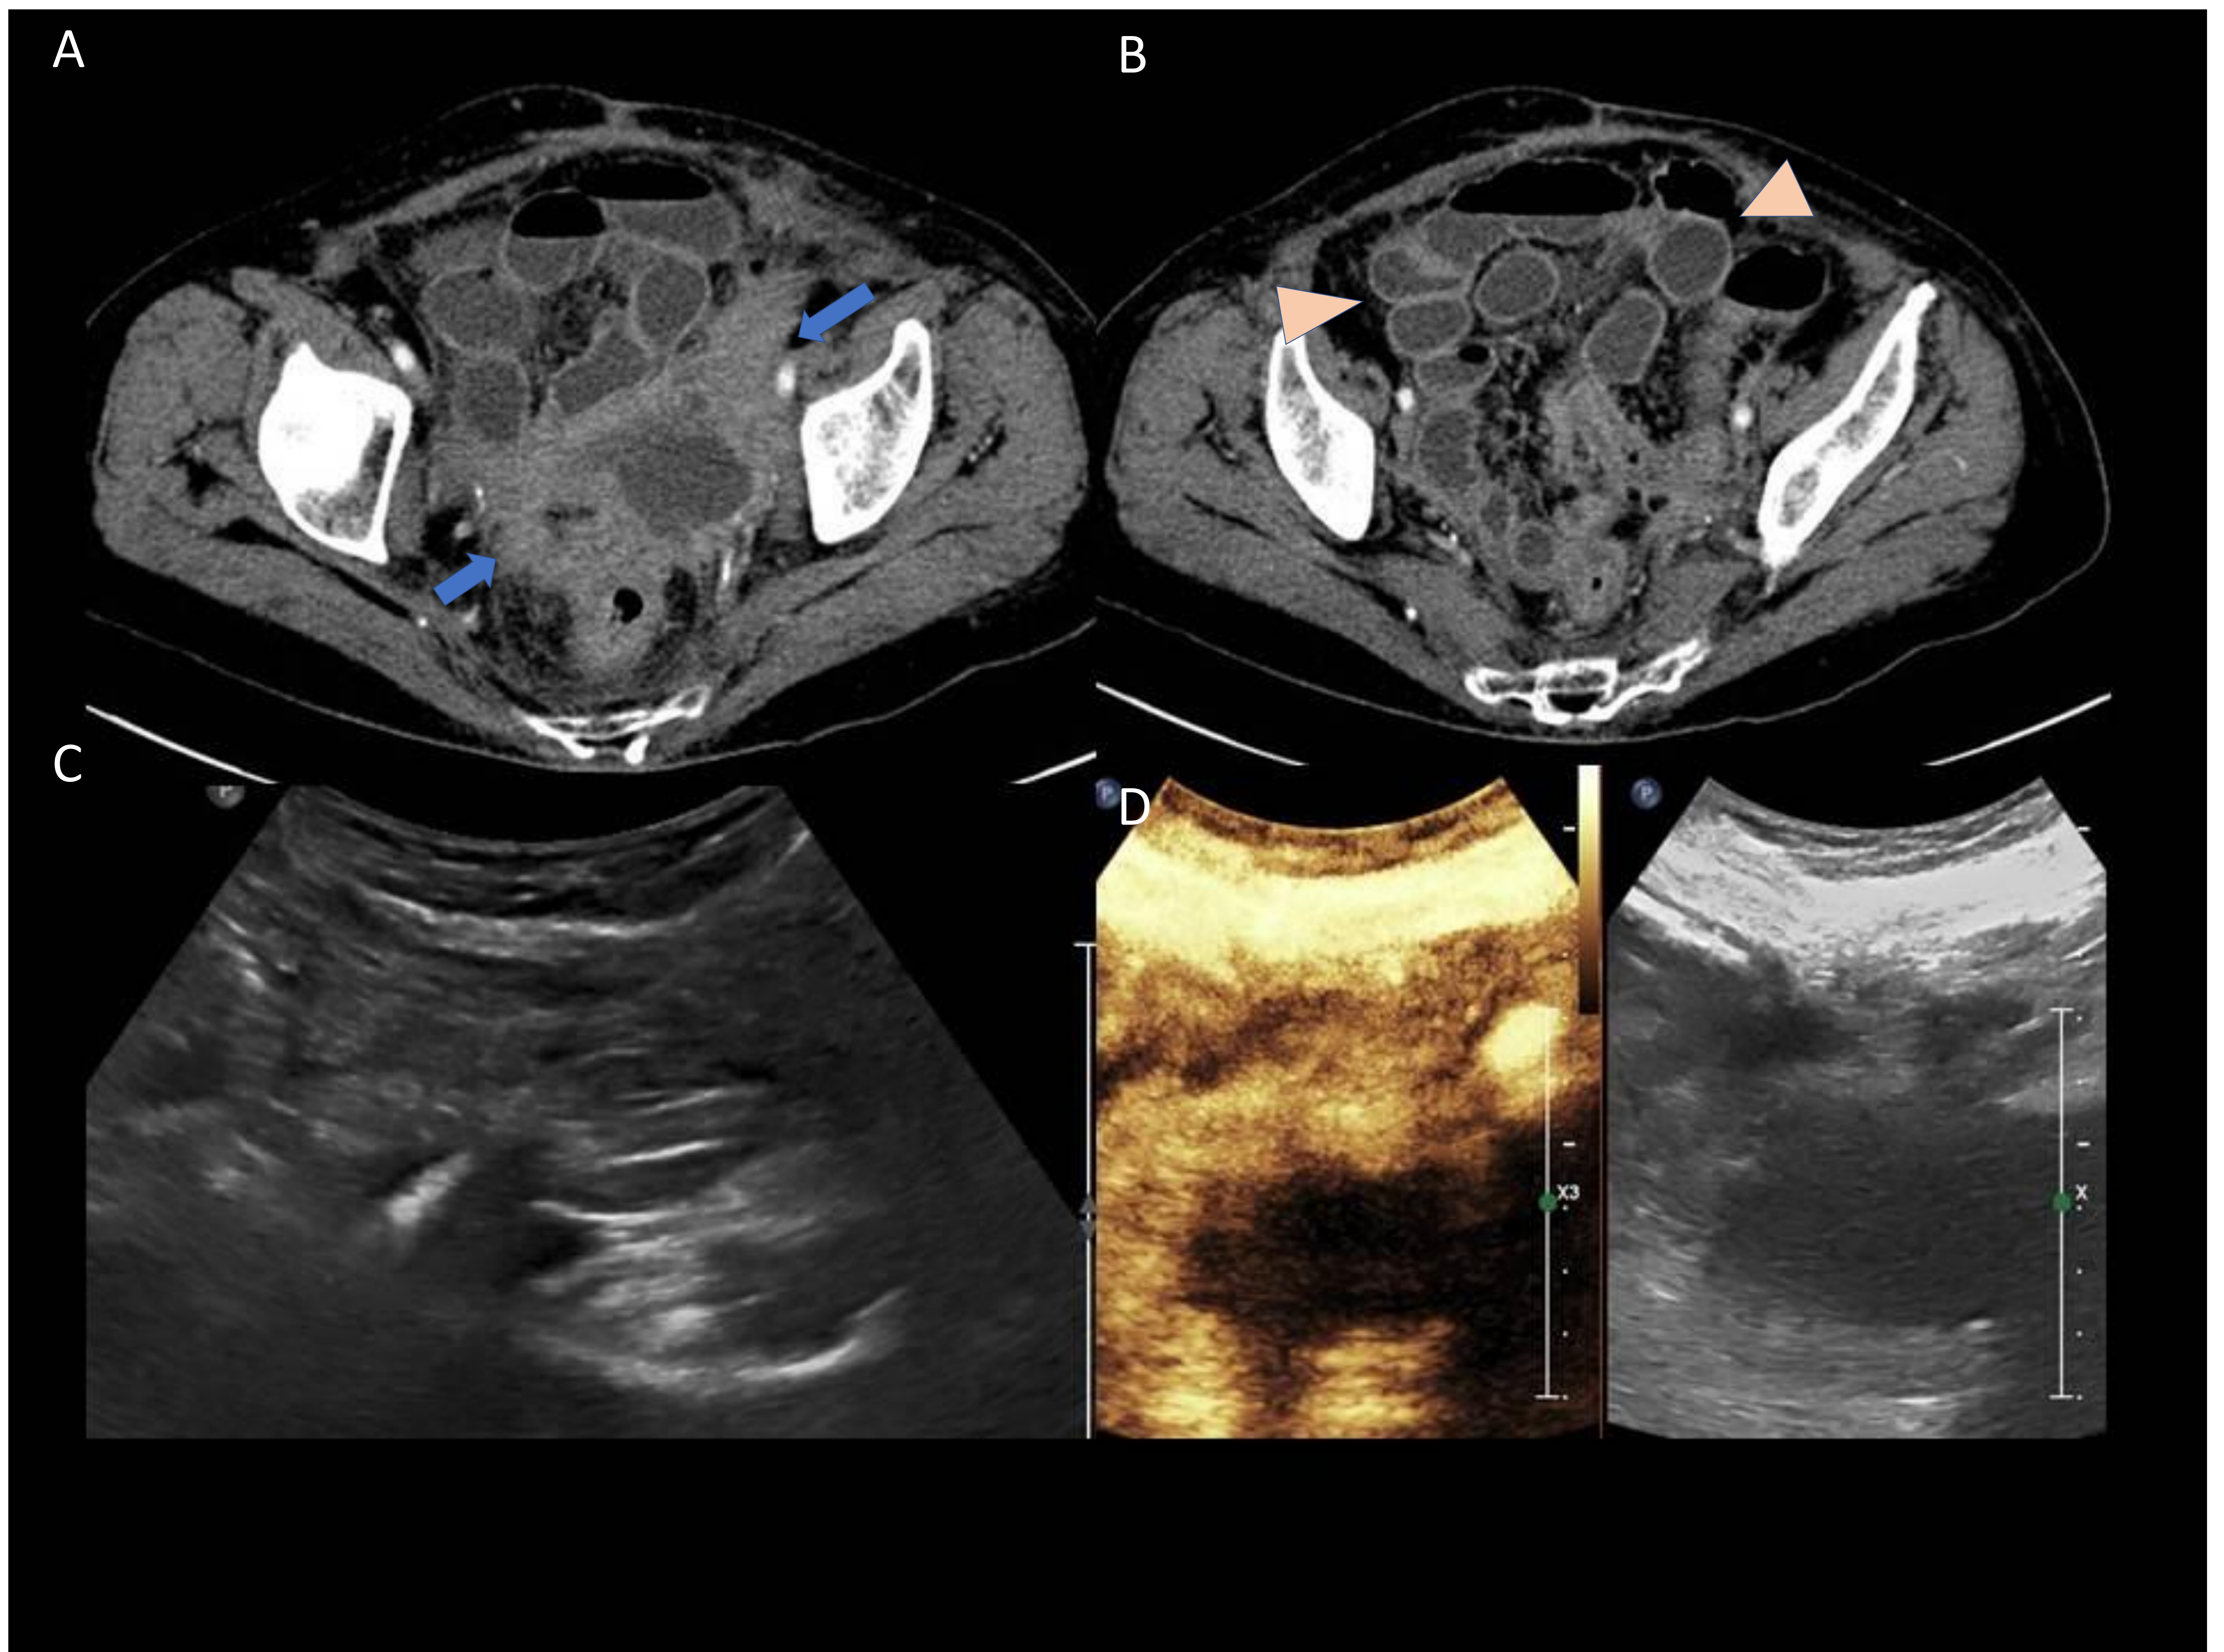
Mujer de 77 años con sondaje permanente por vejiga neurógena. Acude por sepsis urinaria. Se solicita TC para descartar complicaciones.
